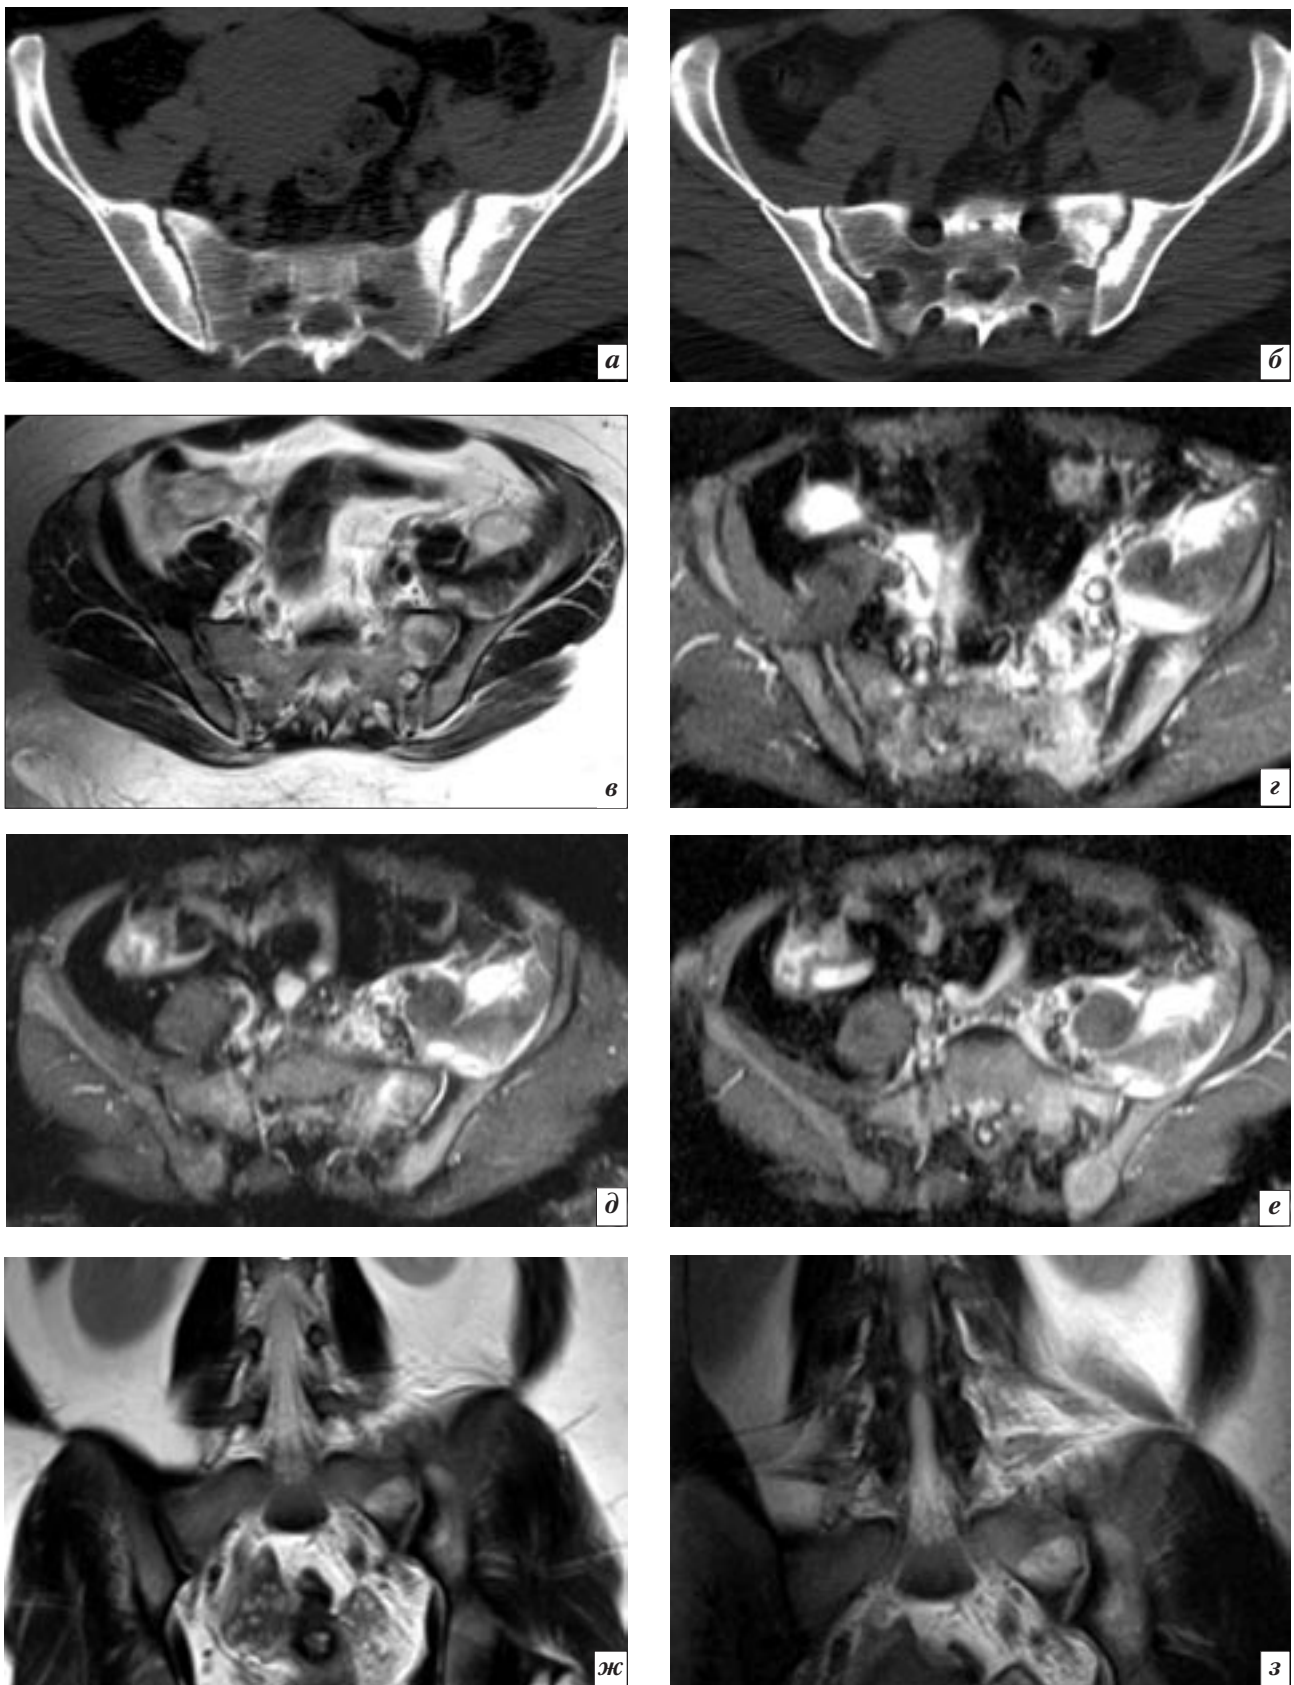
КТ- и МР- томограммы крестцово-подвздошных сочленений пациентки З., 37 лет (исходное исследование):
